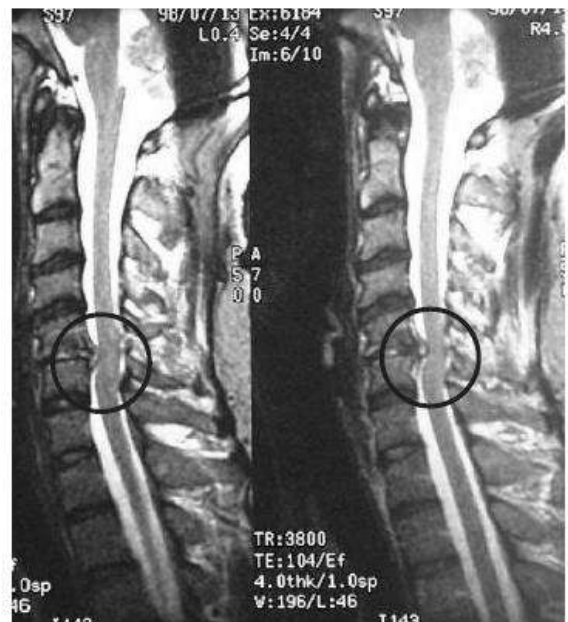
IRM en vue sagittale
